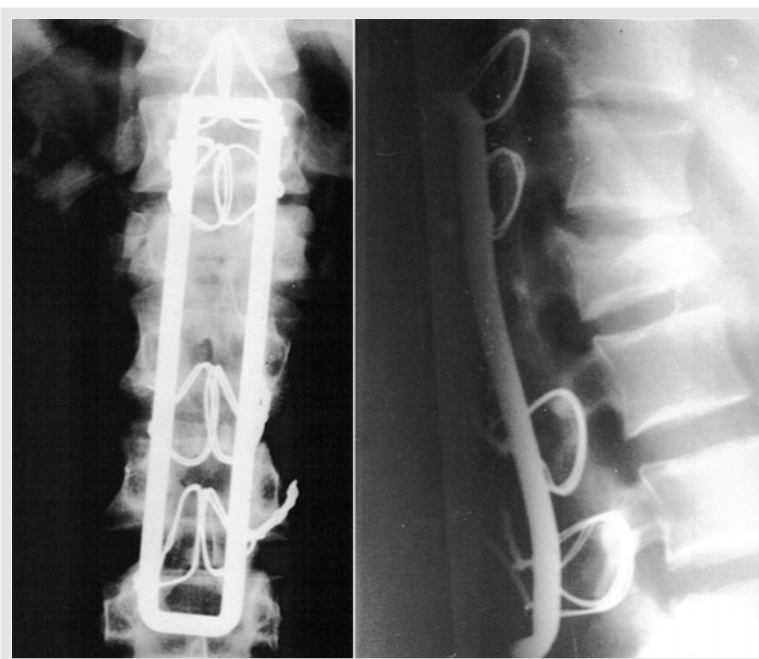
Fotografias de radiografias pós-operatórias da coluna lombar e torácica. A- (frente) B- (perfil). Nota-se a estabilização da fratura com o sistema de Hartshill.
